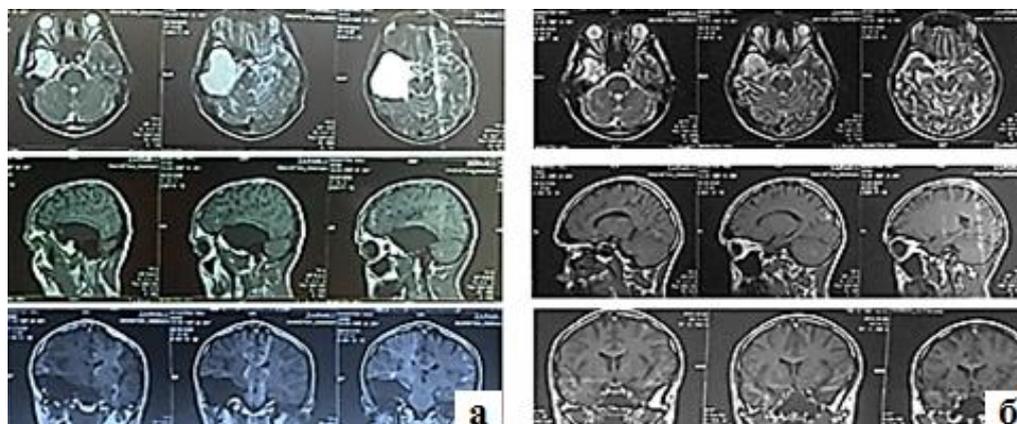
Больной В., 27 лет. Посттравматическая арахноидальная киста в правой височно-базальной области головного мозга. МРТ до (а) и после операции (б)
